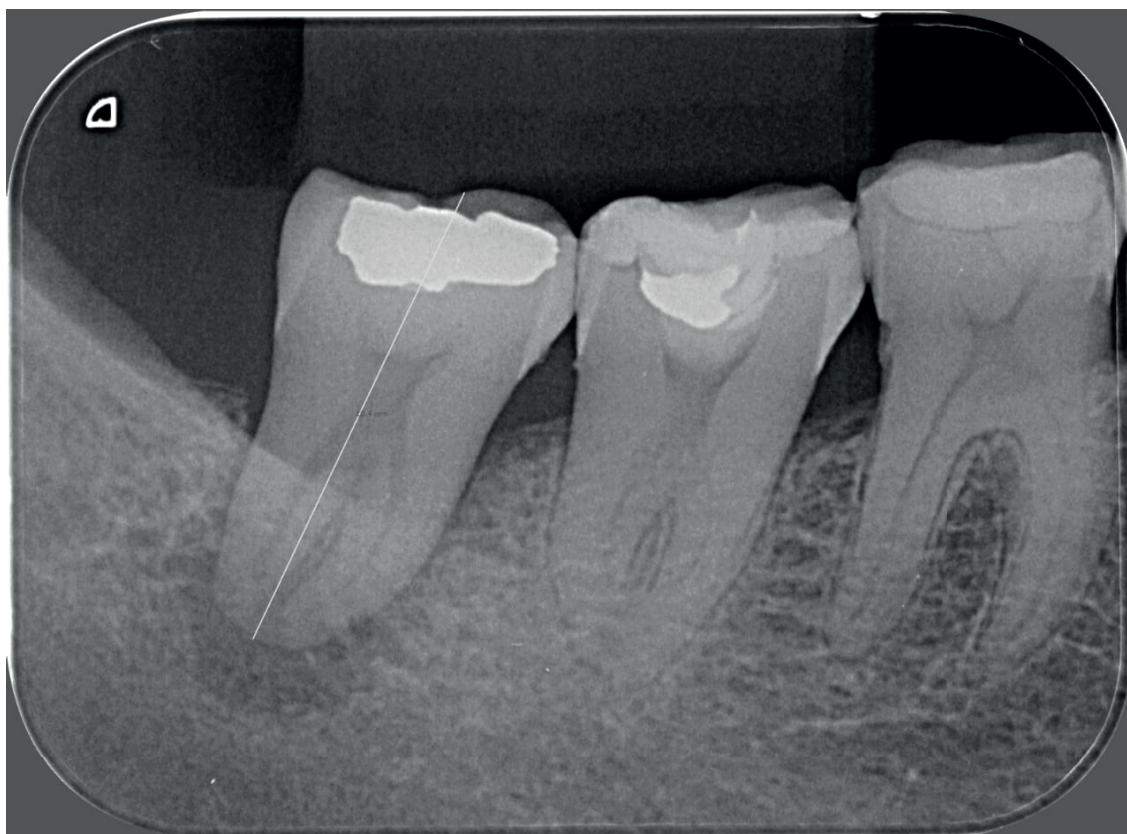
Radiografia inicial do caso.
